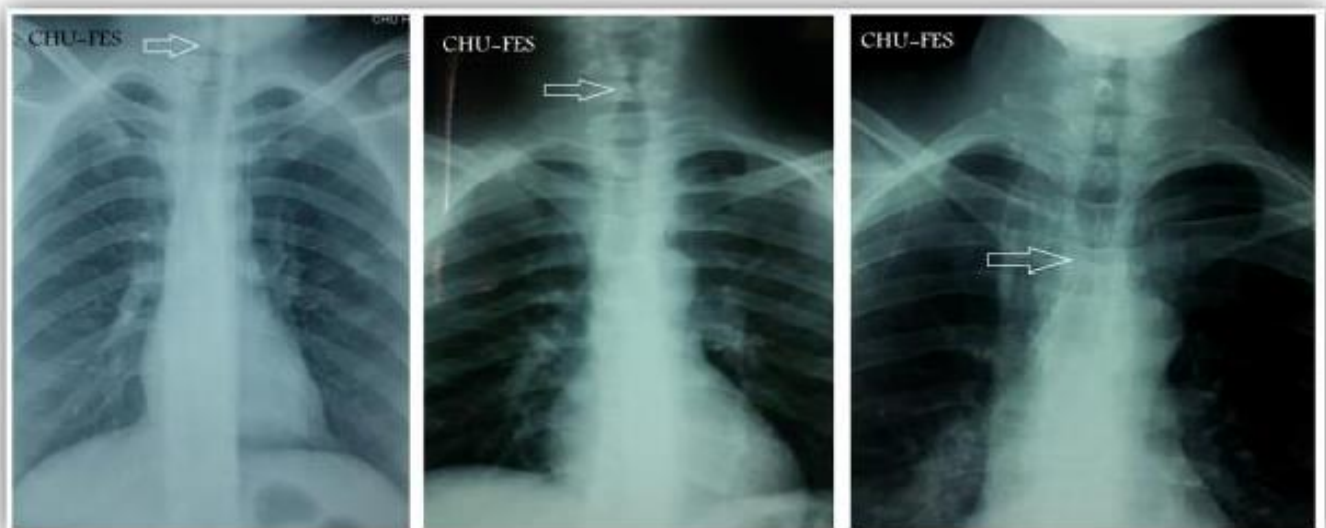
Images radiographie thoracique : Rétrécissement de la clarté trachéale [110].
